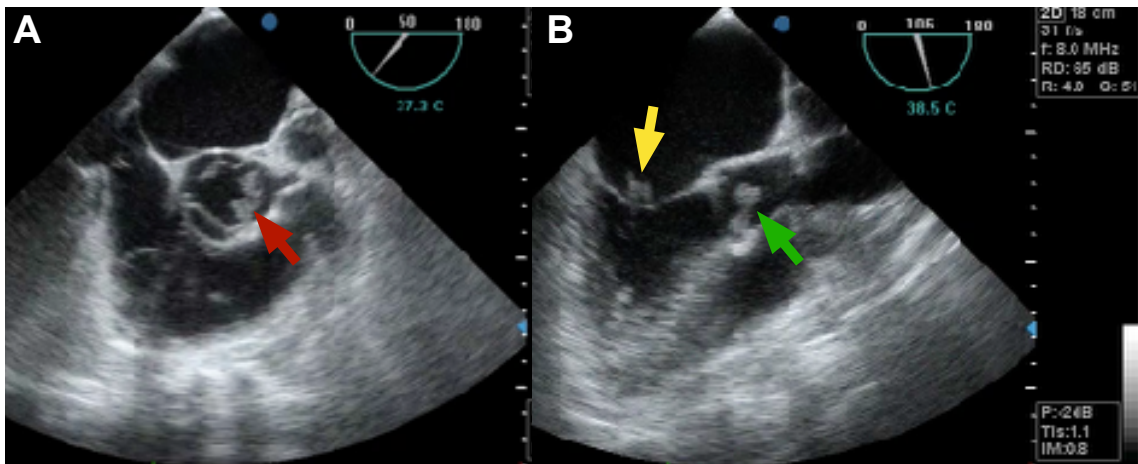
Ecocardiograma transesofágico. El panel A muestra el eje corto, donde la flecha roja indica las vegetaciones en el velo coronario izquierdo de la válvula aórtica. El panel B muestra el eje de 3 cámaras, donde la flecha verde indica las vegetaciones de la válvula aórtica y a flecha amarilla las vegetaciones presentes en la válvula mitral.
